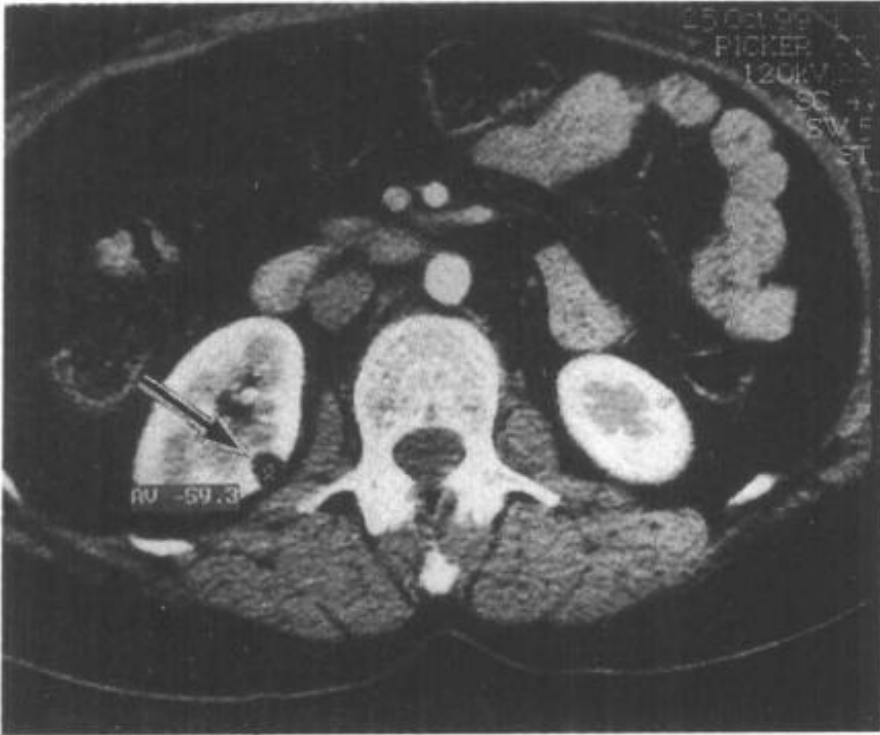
8—6 CT 增强扫描示右肾下极脂肪性肿块（↑）
